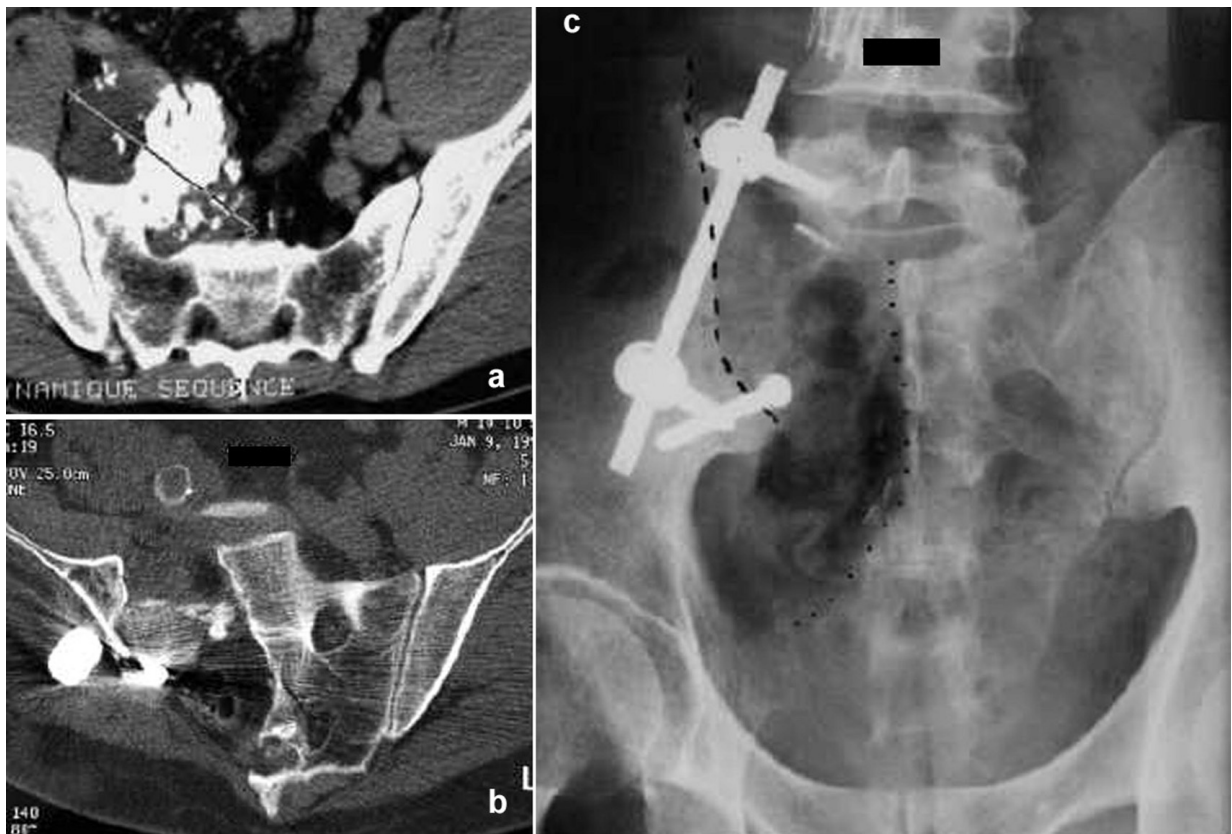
Chondrosarcome de l'hémi-sacrum droit. (a) TDM préopératoire. TDM (b) et radiographie (c) après résection et reconstruction par autogreffe et ostéosynthèse.
